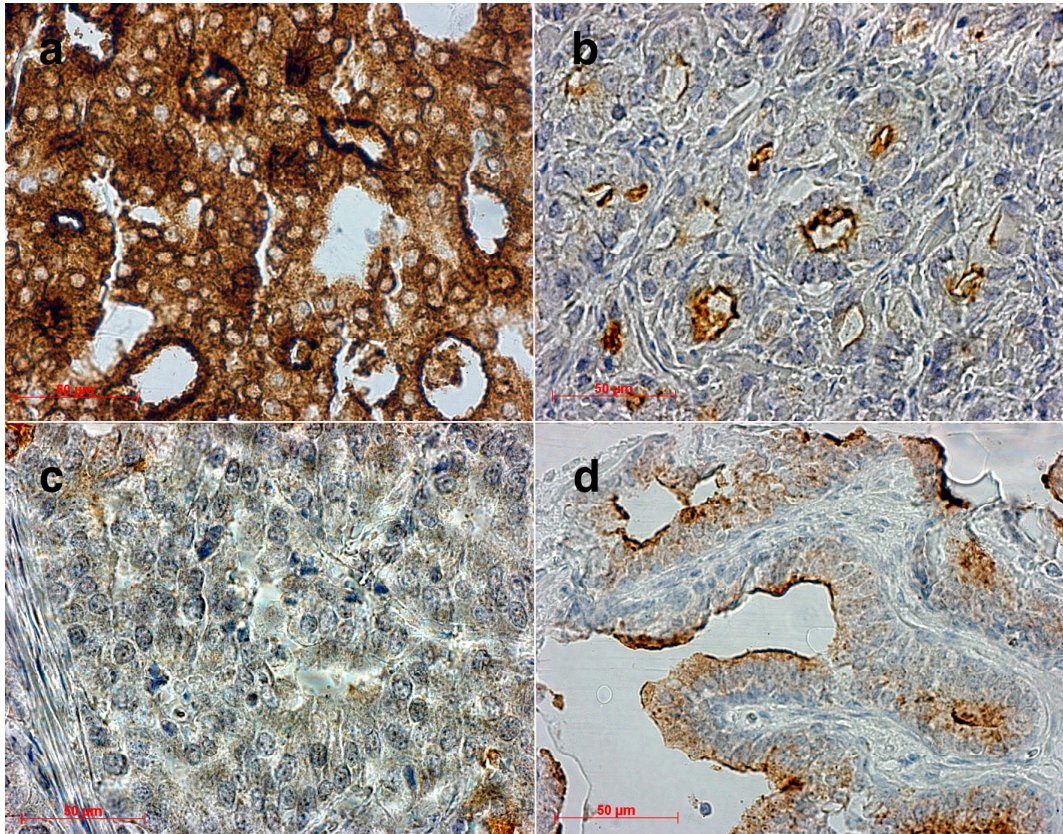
Beispiele von PSMA-Immunfärbungen. a-c) Hochgradige Prostatakarzinome, die a) eine starke diffuse Positivität, b) eine apikale Färbung in den Prostataadrüsen, und c) einen Verlust der PSMA-Expression zeigen. d) Apikale Färbung in Prostanormalgewebe.
